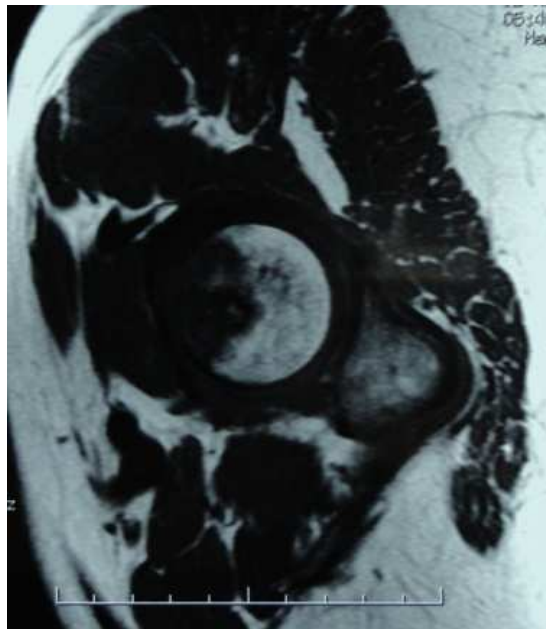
IRM coupe sagittale ONATF (notre série observation n° 8)
